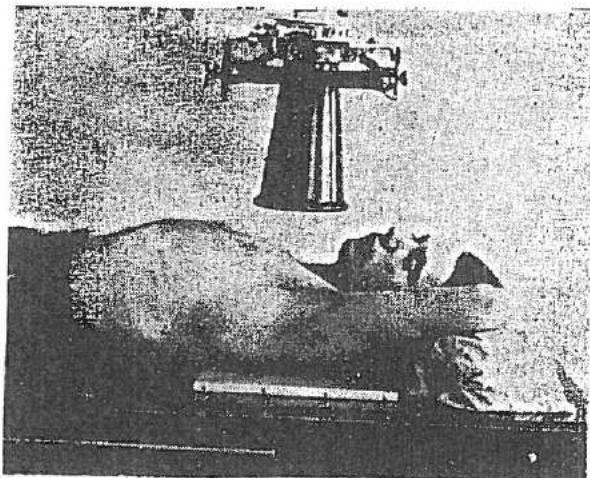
P — DD; ușor inclinat spre partea de radiografiat; brațul ridicat; mîna pe cap.
